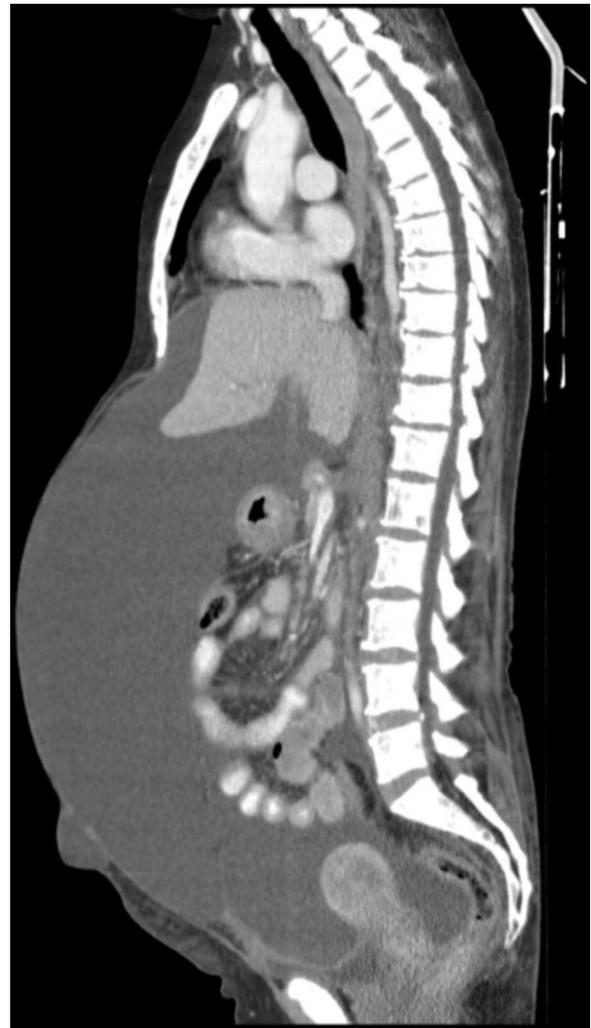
TAC abdominopélvica. Corte longitudinal.
